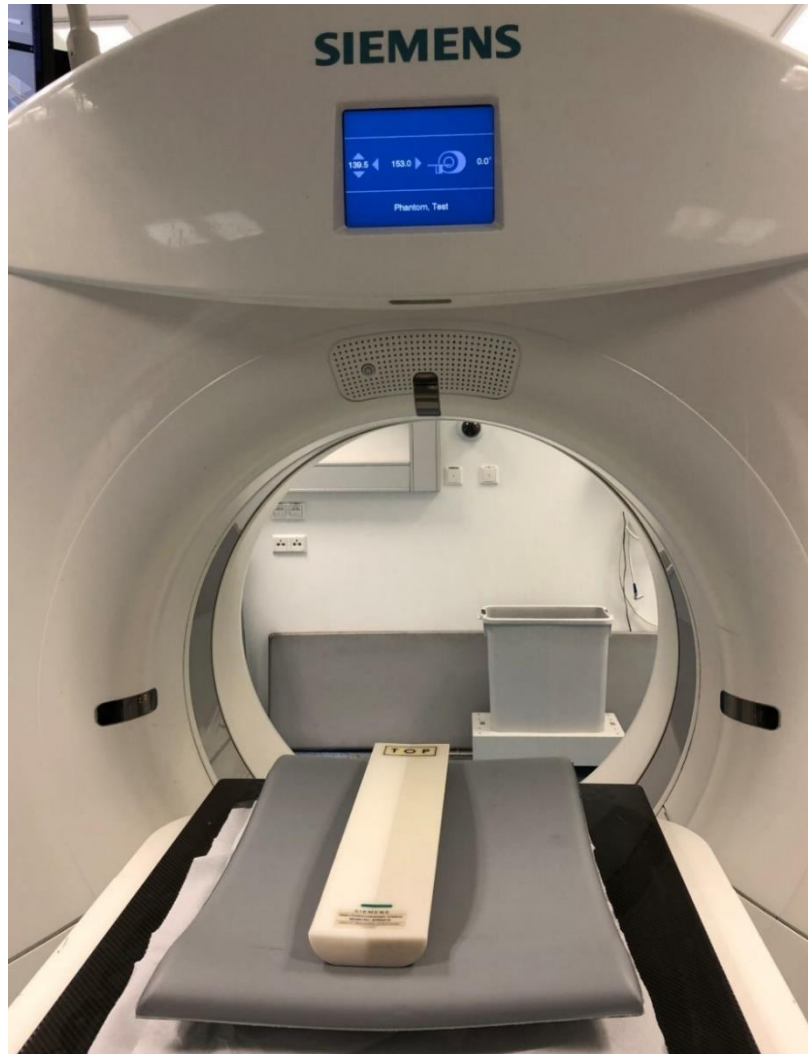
BMD-Referenzkörper (Osteo) im CT-Scanner Somatom Definition AS+, Siemens Healthcare AG, Erlangen, Deutschland
